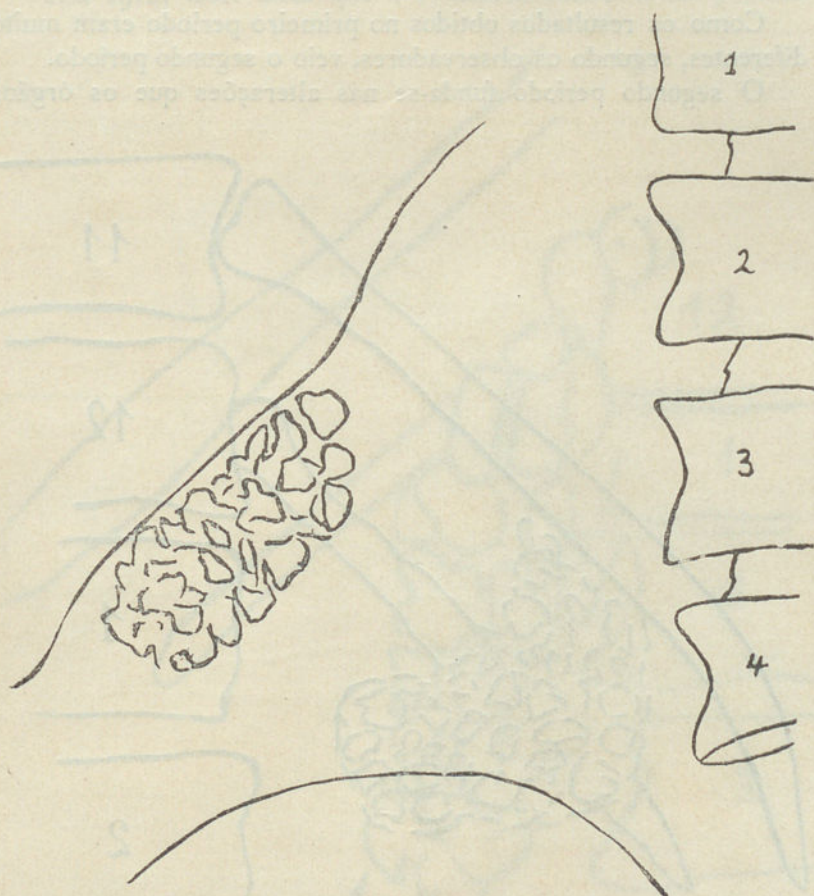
Radiografia n.º 3949.
